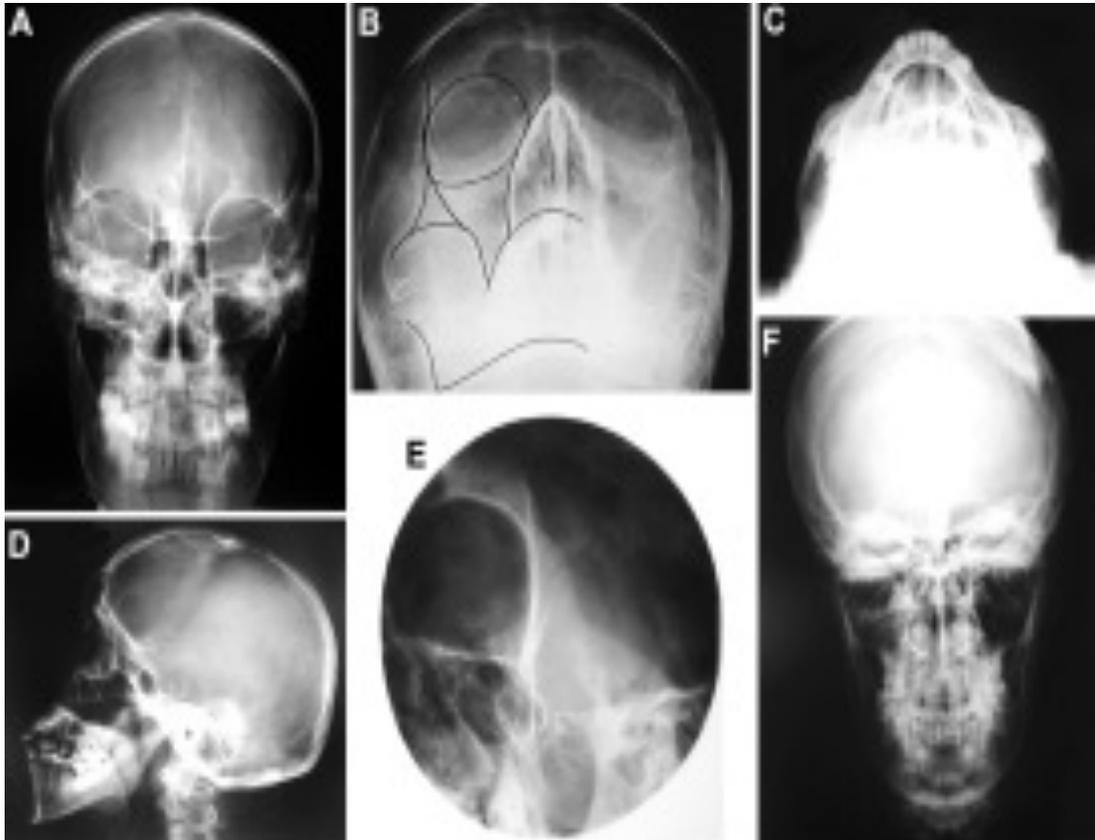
Radiografías para el trauma maxilofacial. A: Cráneo anteroposterior. B: Waters. C: Hirtz. D: Cráneo lateral. E: Malar oblicua. F: Cadwell-Towne. G: Panorámica de mandíbula u ortopantomografía. H: Huesos propios nasales.
